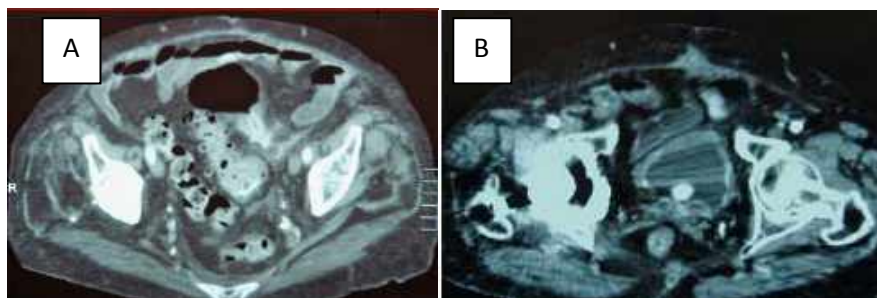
Imágenes de la tomografía computarizada, en las que se puede apreciar el neumocisto con la fístula colovesical en su cara postero-lateral izquierda, y la falsa "litisias" en la vejiga.
